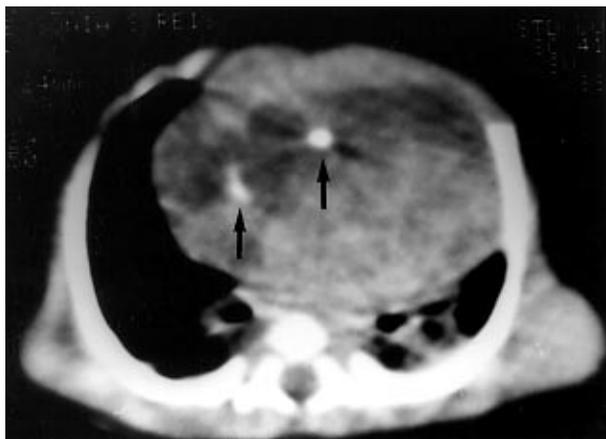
Tomografia computadorizada: as setas indicam calcificações intra-tumorais. Observar o aspecto lobulado bastante evidente ao nível do pericárdio.
